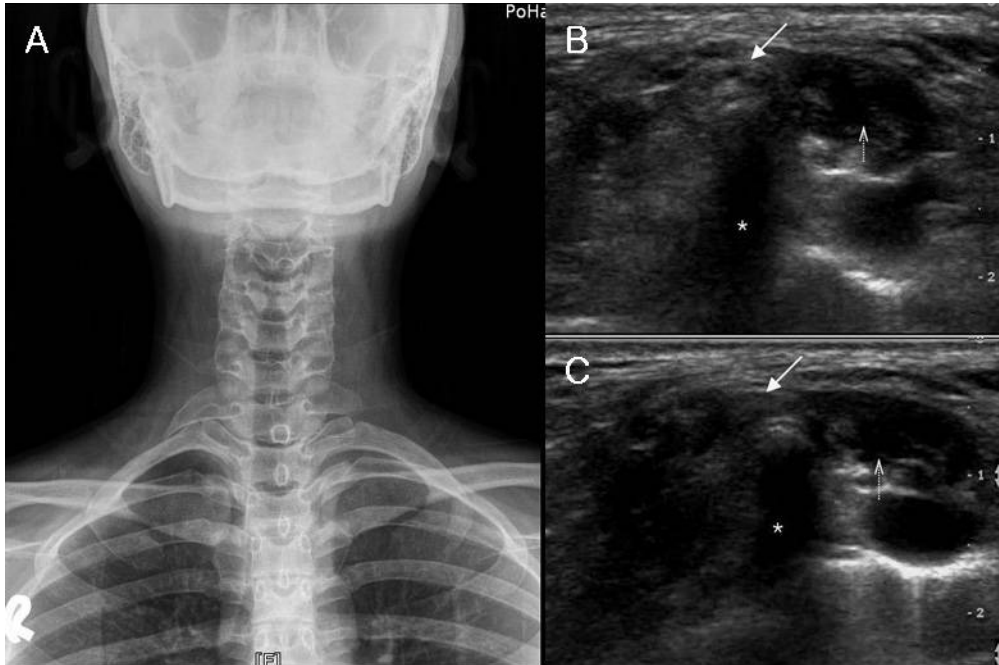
(A) Bilateral cervical ribs were found in Chest X-ray. Right side is more prominent. (B) Ultrasonographic findings in neutral position. Brachial plexus (arrow) between interscalene muscle (dotted arrow) and cervical rib (*) is intact. (C) Ultrasonographic findings during Adson's maneuver. Compressed brachial plexus (arrow) between interscalene muscle (dotted arrow) and cervical rib (*) is found.
